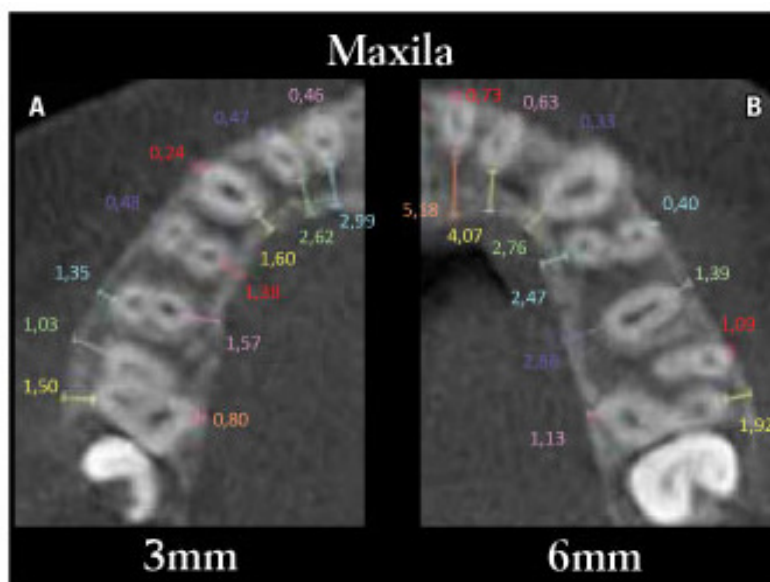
Tomografia da Maxila¹
